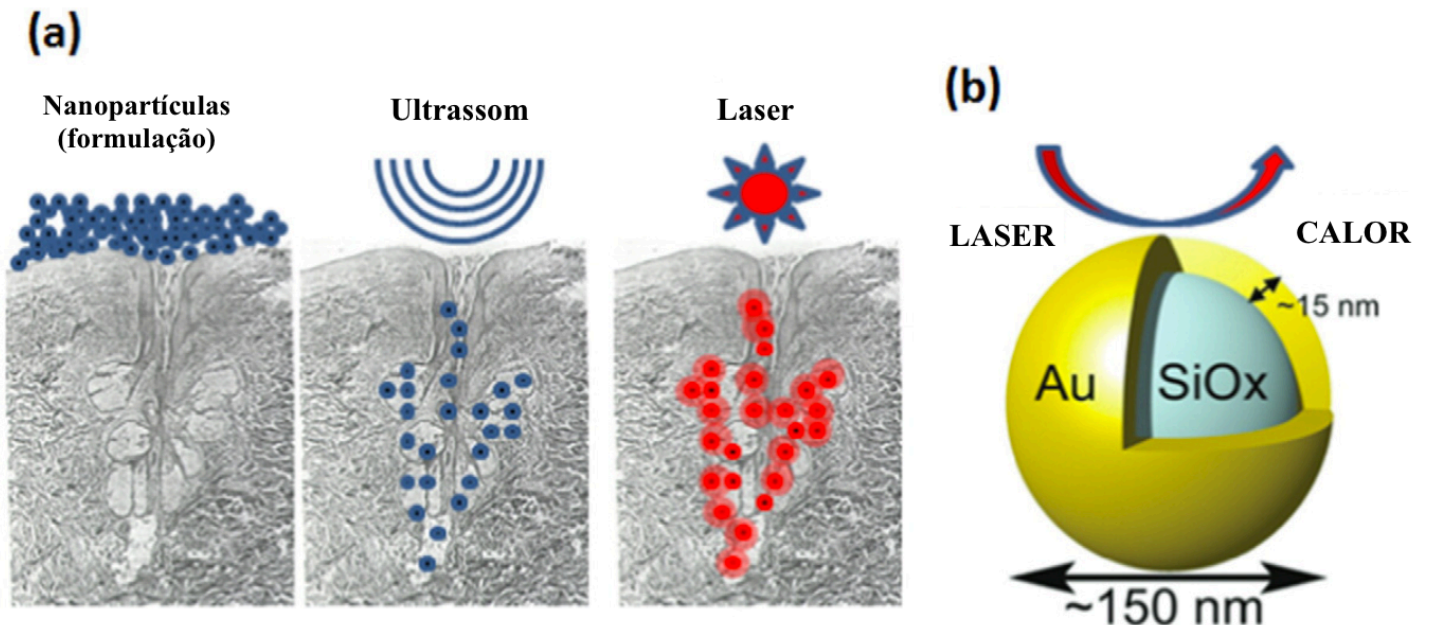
Representação esquemática da terapia: (a) Fornecimento de *nanoshells* em folículos sebáceos com ultrassons e tratamento com laser para conseguir o aquecimento localizado do folículo; (b) *Nanoshells* sílica-ouro que interagem com a luz para produzir calor. Adaptado de (91).
